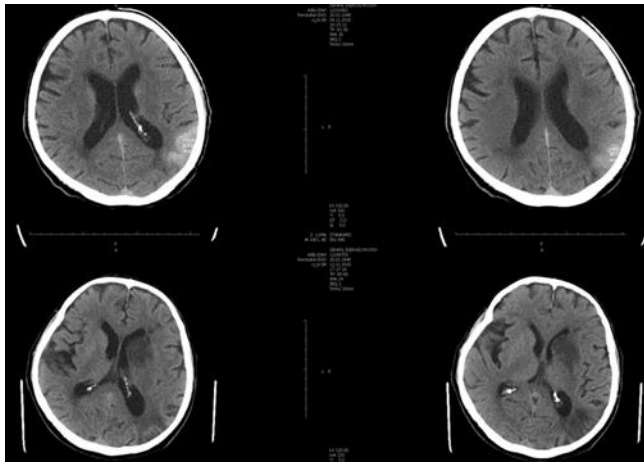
Hastanın işlem sonrası ve kontrol BT görüntüleri.
